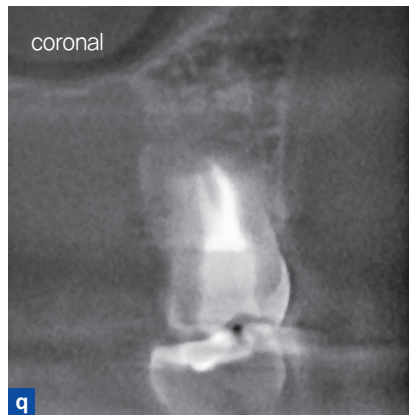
~r. 이식 후 15년의 CBCT상. 치근흡수 등의 문제는 보이지 않는다.
